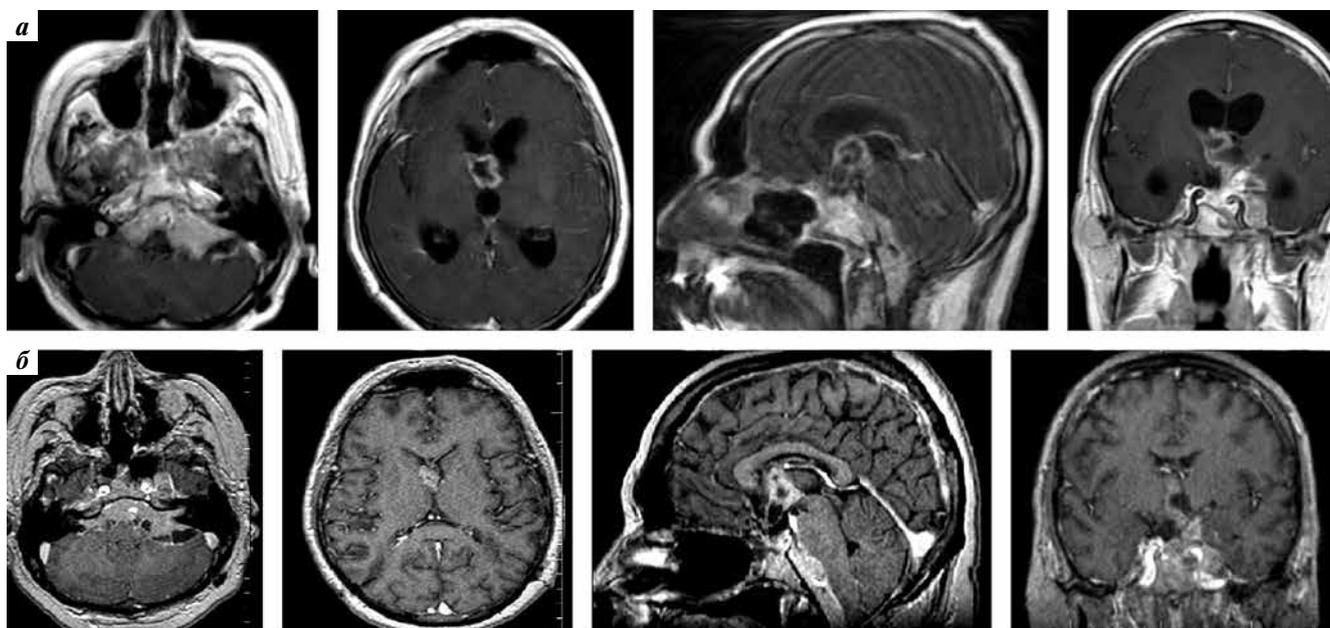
Магнитно-резонансные томограммы пациента С.: а – до начала терапии темозоломидом; б – через 3 мес после начала терапии темозоломидом
